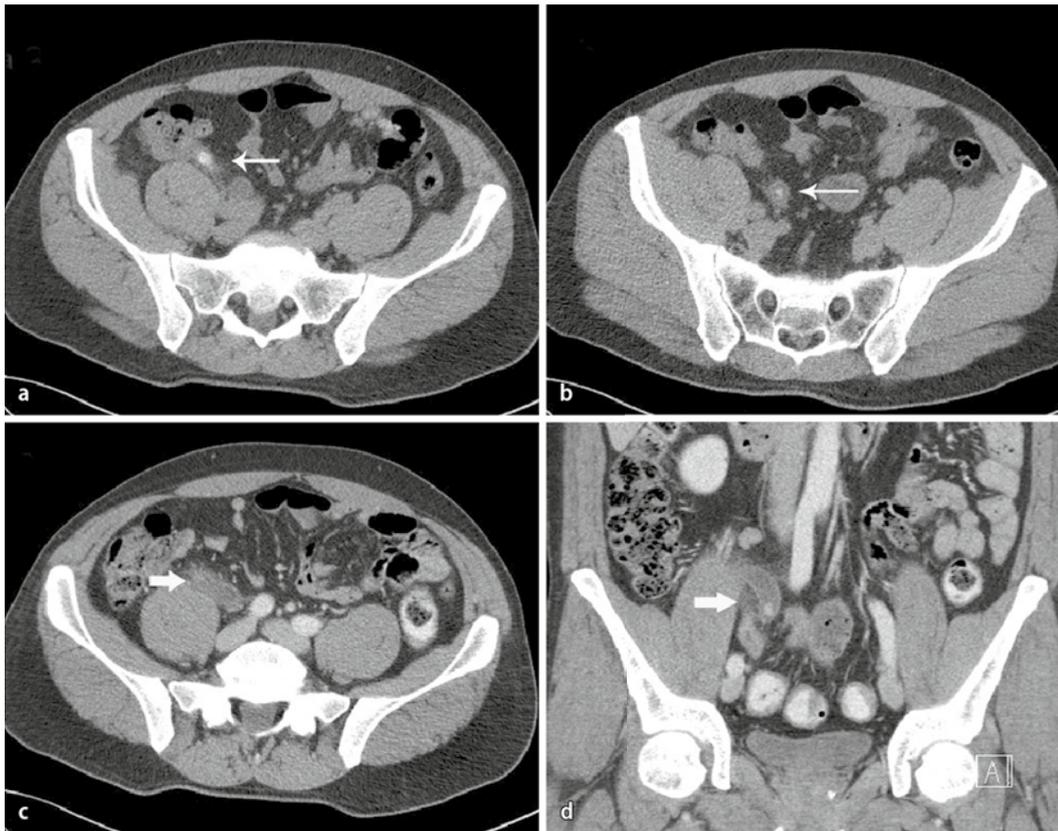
◀ Siebenundvierzig Jahre alter Patient mit der Fragestellung Appendizitis, Cholezystitis/-lithiasis, Harnstau, Sigmadivertikulitis. a, b Abdomen-CT (Nativtechnik). Zwei Appendikolithen (a an der Appendixbasis b sowie im mittleren Appendixdrittel) bei Appendizitis. c, d Abdomen-CT (nach Kontrastmittelapplikation i.v. und rektal). Aufgetriebener Appendix mit Wandenhancement und Imbibierung des umgebenden Fettgewebes. In der koronaren Reformatierung ersichtlicher Appendikolith
